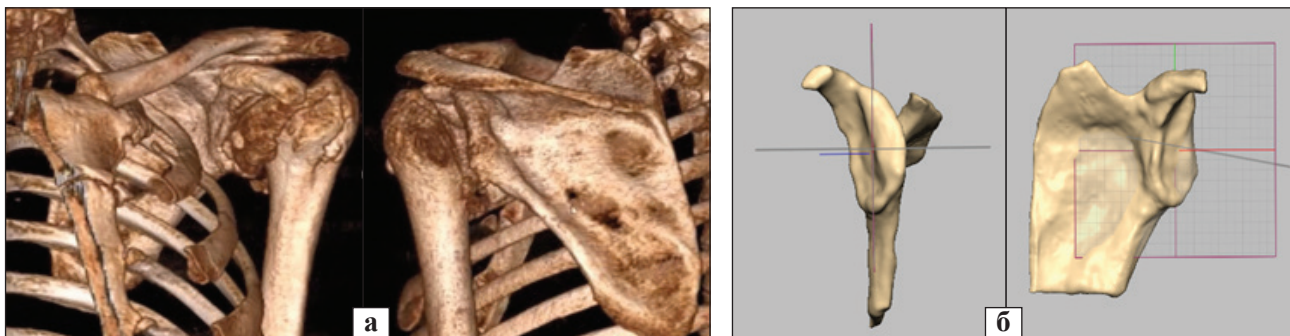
КТ-реконструкція плечового суглоба (а) та 3D-реконструкція суглобової западини лопатки (б) пацієнта Б., 52 роки
